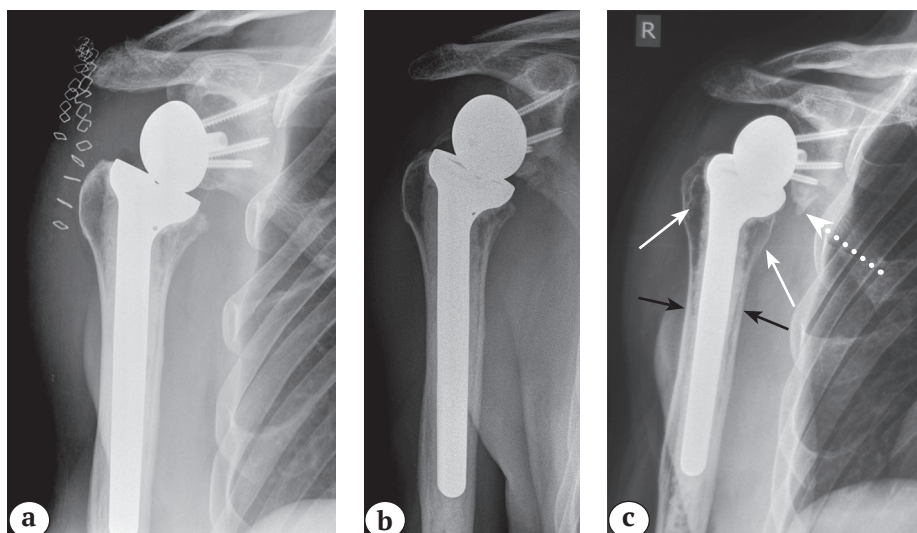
Рентгенограммы пациента после реверсивного эндопротезирования плечевого сустава: а — на 10-е сутки; б — через год; с — спустя 5 лет.
